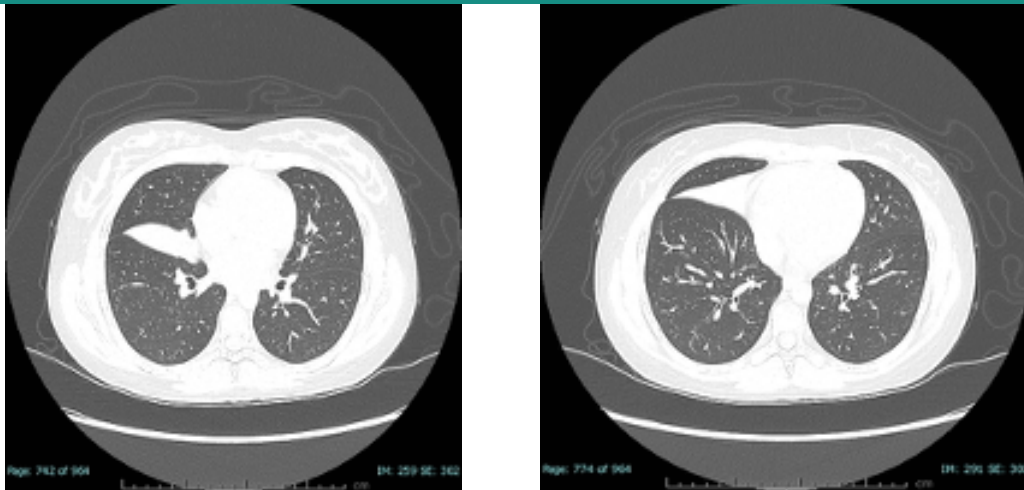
Tomografía pulmonar de alta resolución, cortes transversales.
